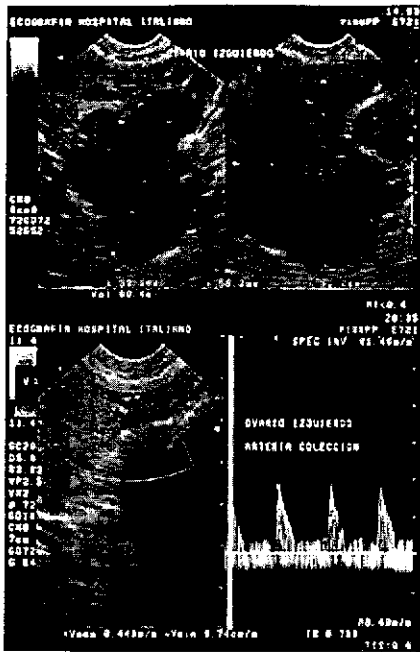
Endometriosis compleja con Doppler energía que demuestra ausencia de vasos en el interior de la masa y que con el duplex se revela benignidad.
